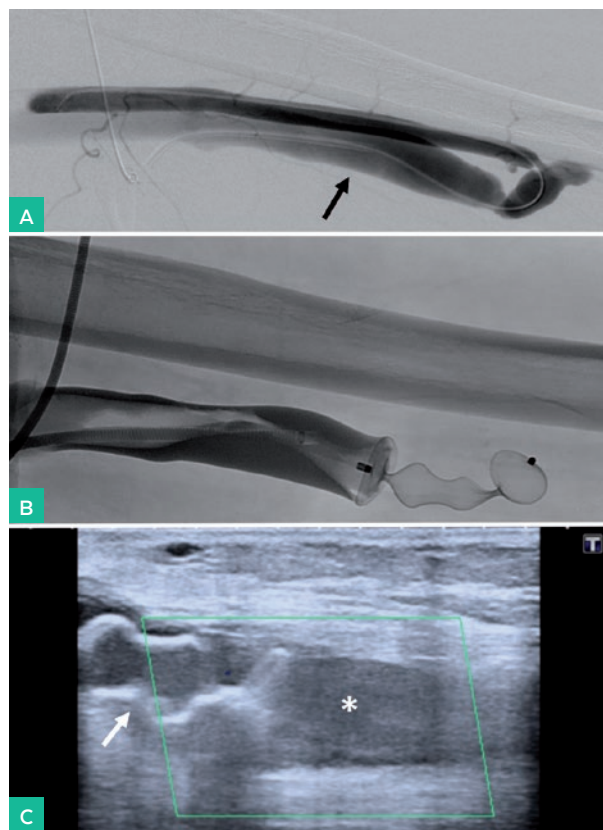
A) Fistulografía diagnóstica avanzando catéter 4F hasta el *inflow* arterial, que muestra FAV braquio-humeral con vena de drenaje de grueso calibre (flecha). B) Tras avanzar introductor cerca de la anastomosis y liberar dispositivo en vena eferente, se inyecta contraste observando disminución de flujo, que no progresa. C) Control a las 4 semanas con ecografía Doppler color que muestra el dispositivo (flecha) y trombosis total de la vena de drenaje (asterisco).
